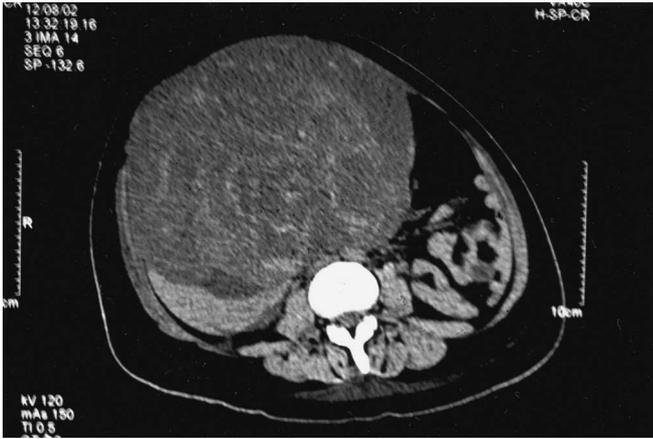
Tomografía computada de abdomen, muestra tumor hepático trabeculado y con áreas de necrosis.
